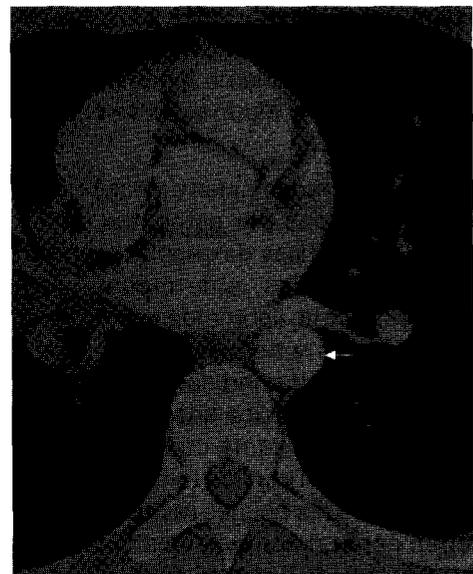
TAC de tórax PA muestra línea para espinal izquierda (flecha gris) y línea paraaórtica izquierda (flecha blanca).
